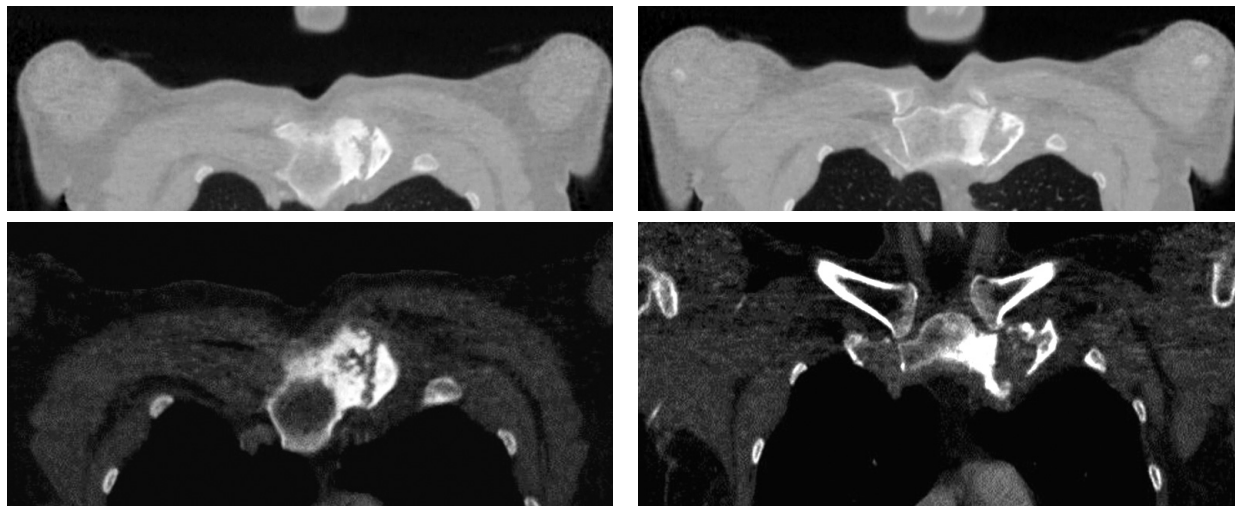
КТ груднини (05.06.2023)
